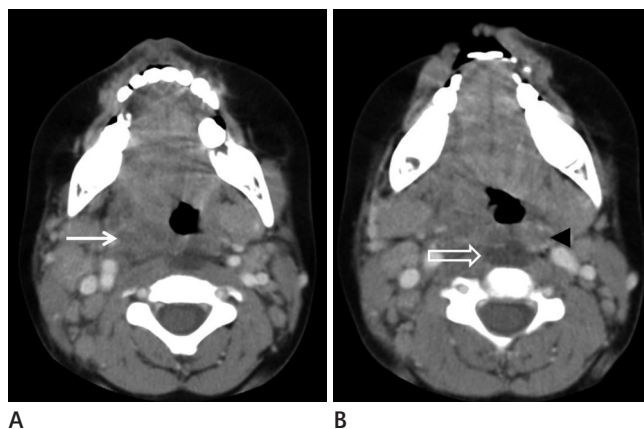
A 4-year-old boy with deep neck abscess. Contrast enhanced CT shows abscess in (A) parapharyngeal space (arrow), (B) retropharyngeal space (black arrowhead) and danger space (open arrow) through direct extension.
